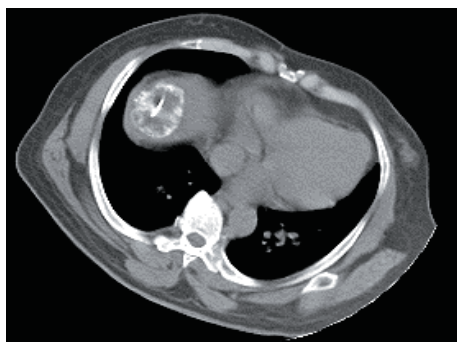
Hepatic CT scan of the lesion after TACE (demonstrating Ethiodol uptake) during CT guided RFA.
